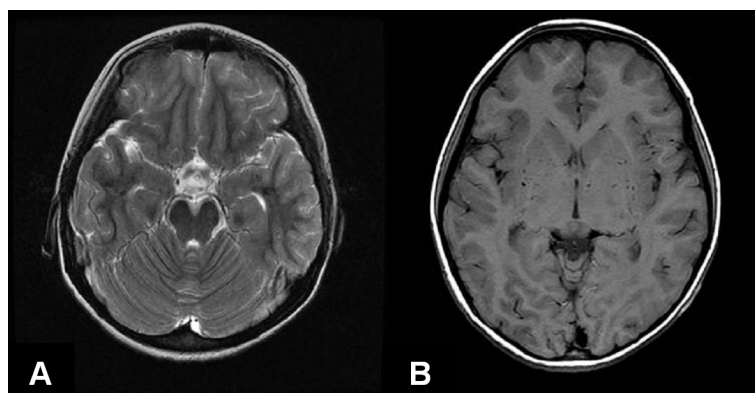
Moyamoya disease. (A) An axial T2-weighted MR image shows diminished flow voids in the middle cerebral arteries. (B) An axial T1-weighted MR image shows punctuate flow voids of the moyamoya vessels in both basal ganglia.
